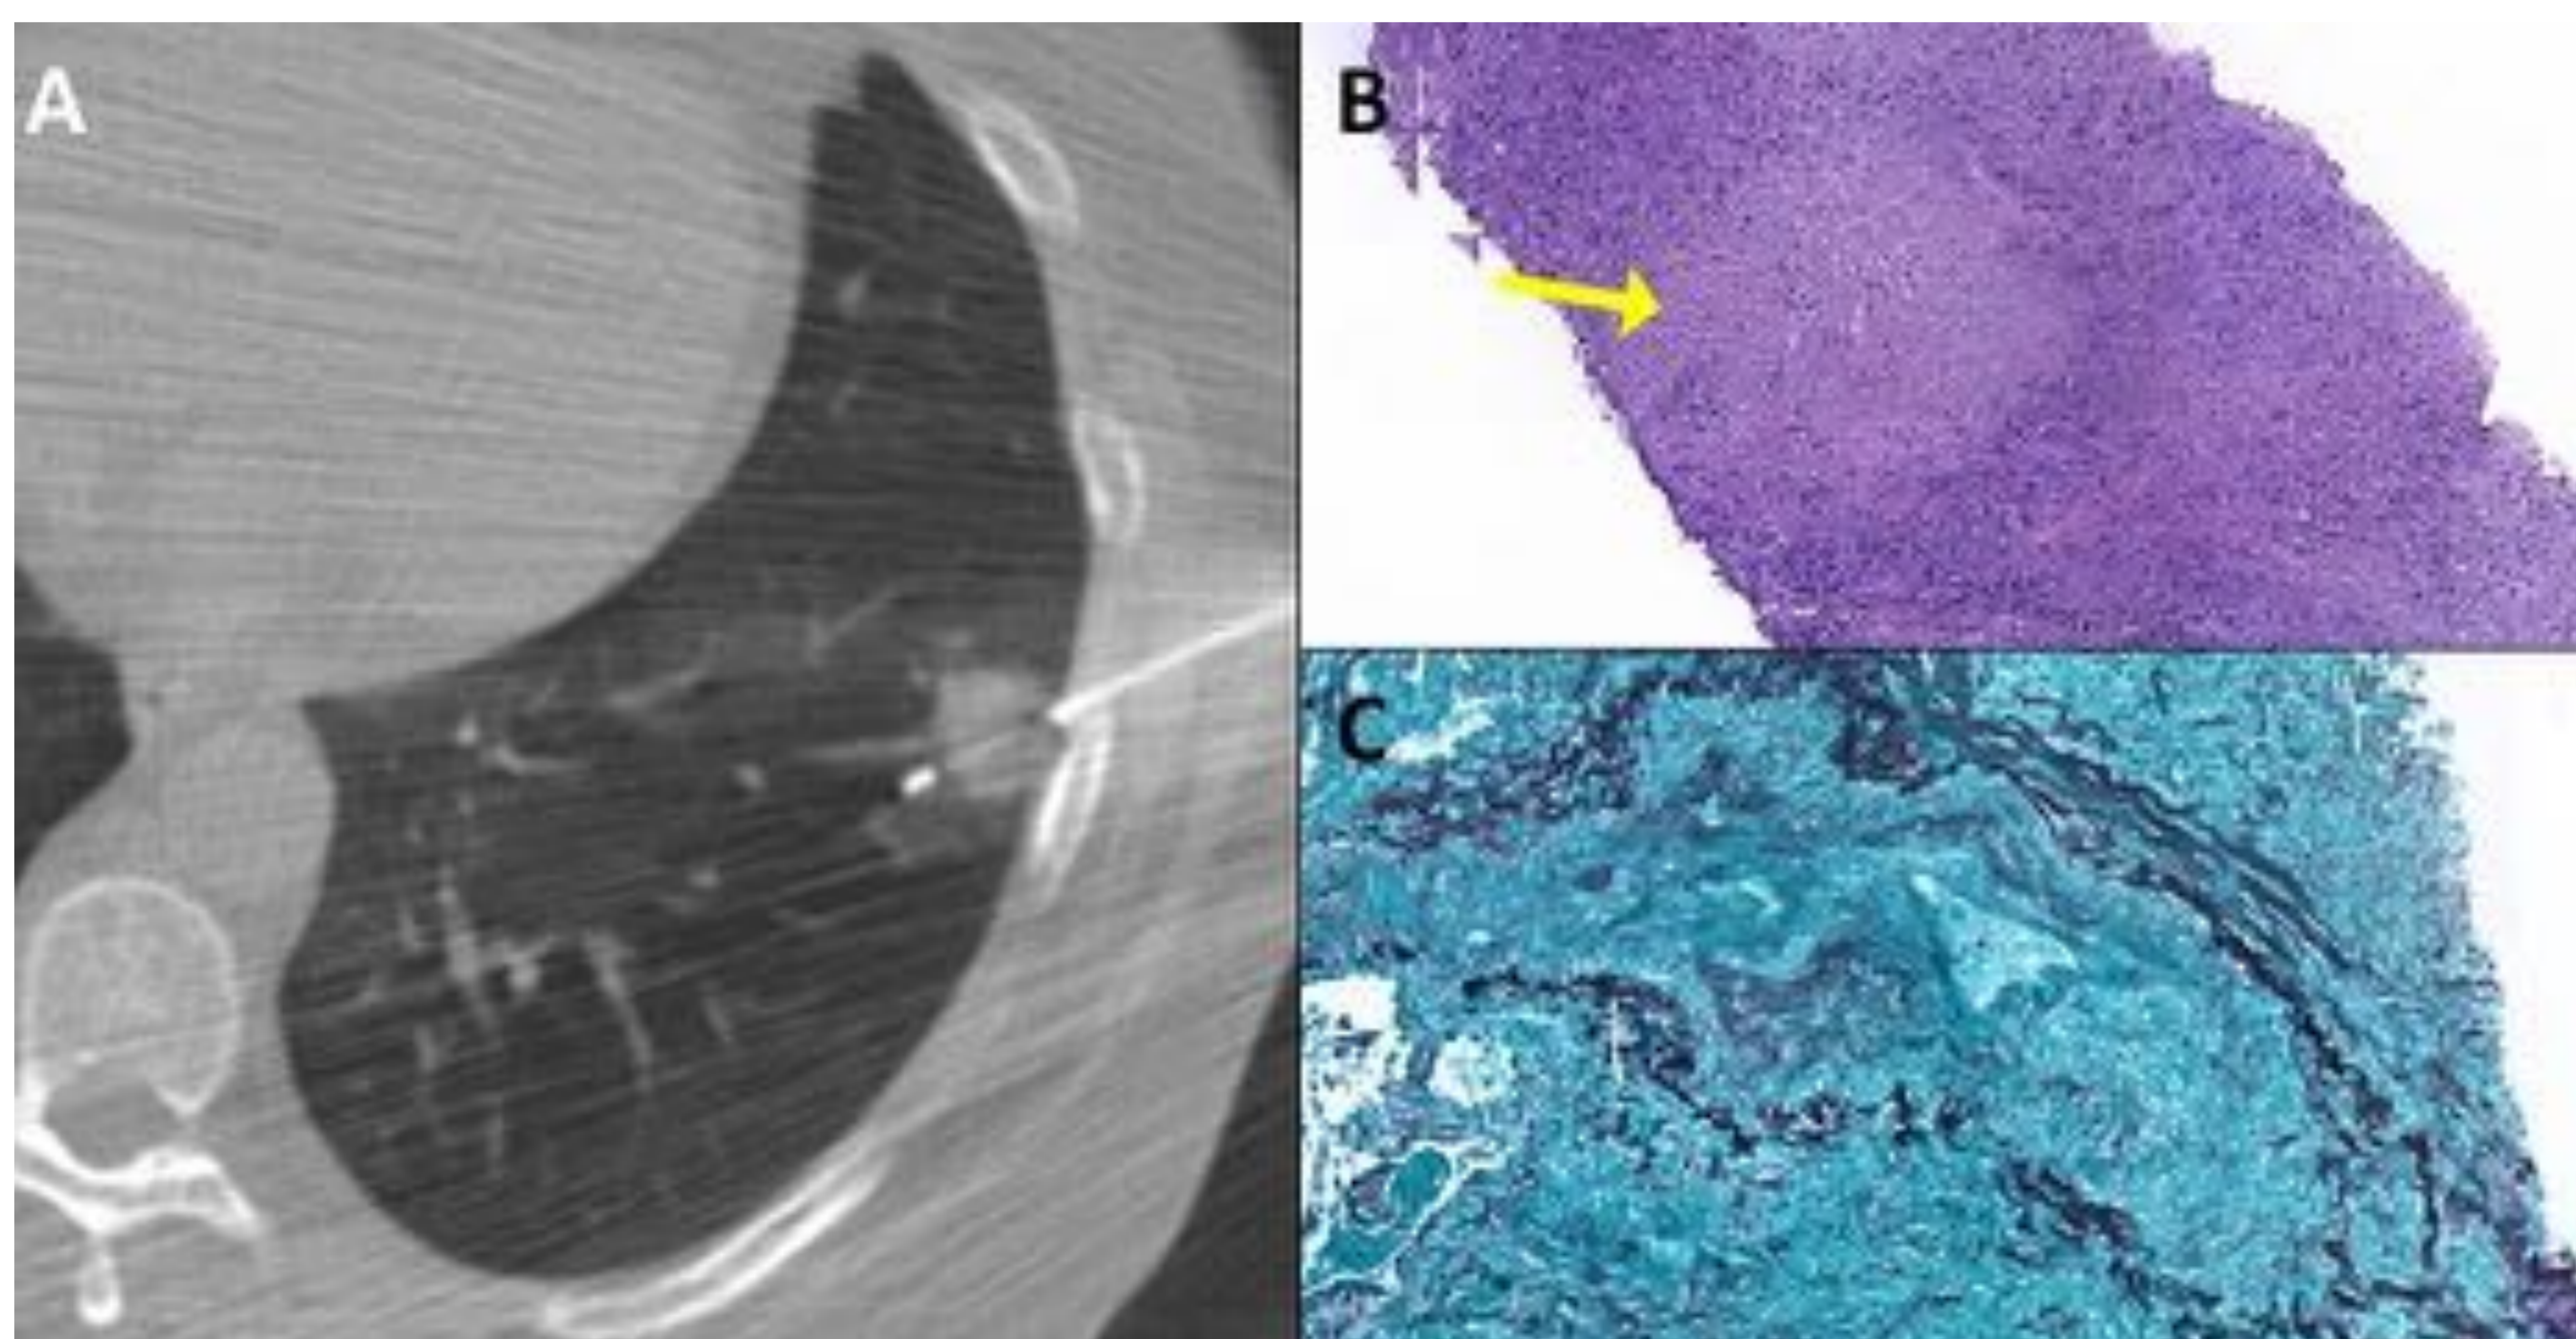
Punción guiada por TC de un nódulo pulmonar en un paciente con sospecha de GPA que únicamente presentaba afectación pulmonar y tenía negatividad para los ANCA. B. Corte histológico de la muestra obtenida donde se identifica una lesión granulomatosa con necrosis mixta (flecha amarilla). C: Tinción de plata que evidencia la presencia de vasculitis con destrucción de las fibras elásticas.
